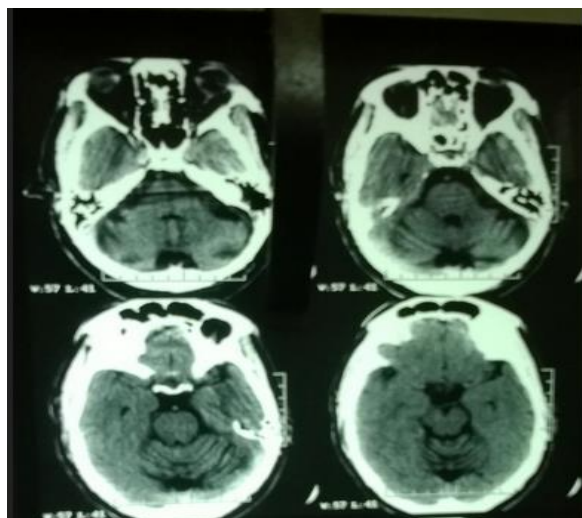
Atrofia cerebelosa. TAC realizada al paciente en Hospital Escuela Universitario. Enero 2014
